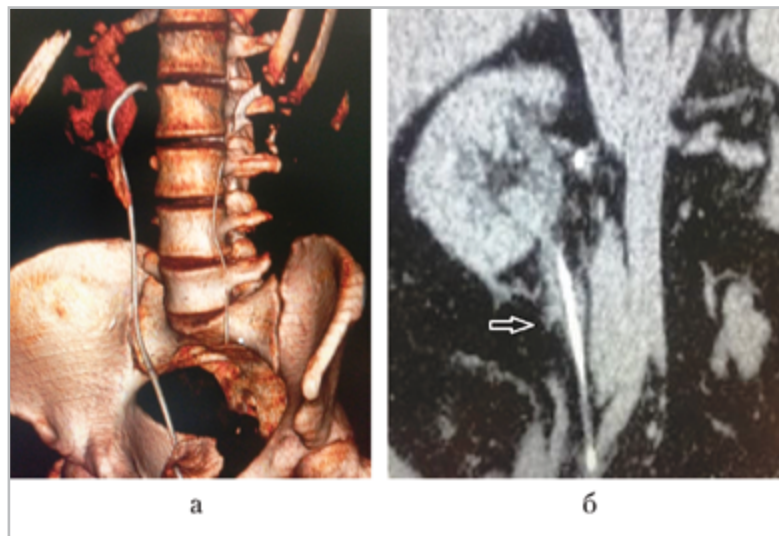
Компьютерные томограммы мочевой системы пациента с перфорацией верхней трети правого мочеточника стентом, выделительная фаза: а — 3D-реконструкция; б — коронарная проекция; порочное стояние стента, умеренная пиелозктазия, экстравазация КВ за пределы мочеточника, мочева инфильтрация парауретеральной клетчатки; колбовидное расширение верхней трети правого мочеточника в результате расслоения стенки и интрамуральной экстравазации КВ (стрелка)
